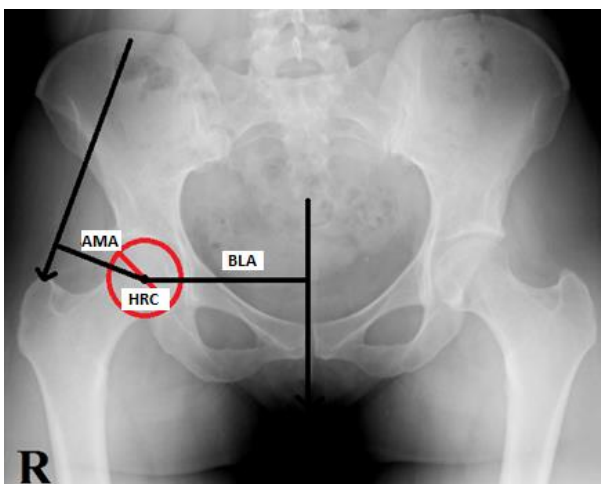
X-ray showing measurements of AMA, BMA and HRC.
